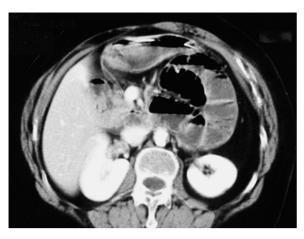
Treitz-Hernie (linke paraduodenale Hernie). Patientin mit akuten Obstruktionsbeschwerden. Das notfallmäßige CT zeigt 2 dilatierte Jejunumschlingen im Oberbauch, die medialseitig durch eine enge Bruchpforte eingeschnürt werden. Der Magen ist nach kranial verdrängt
